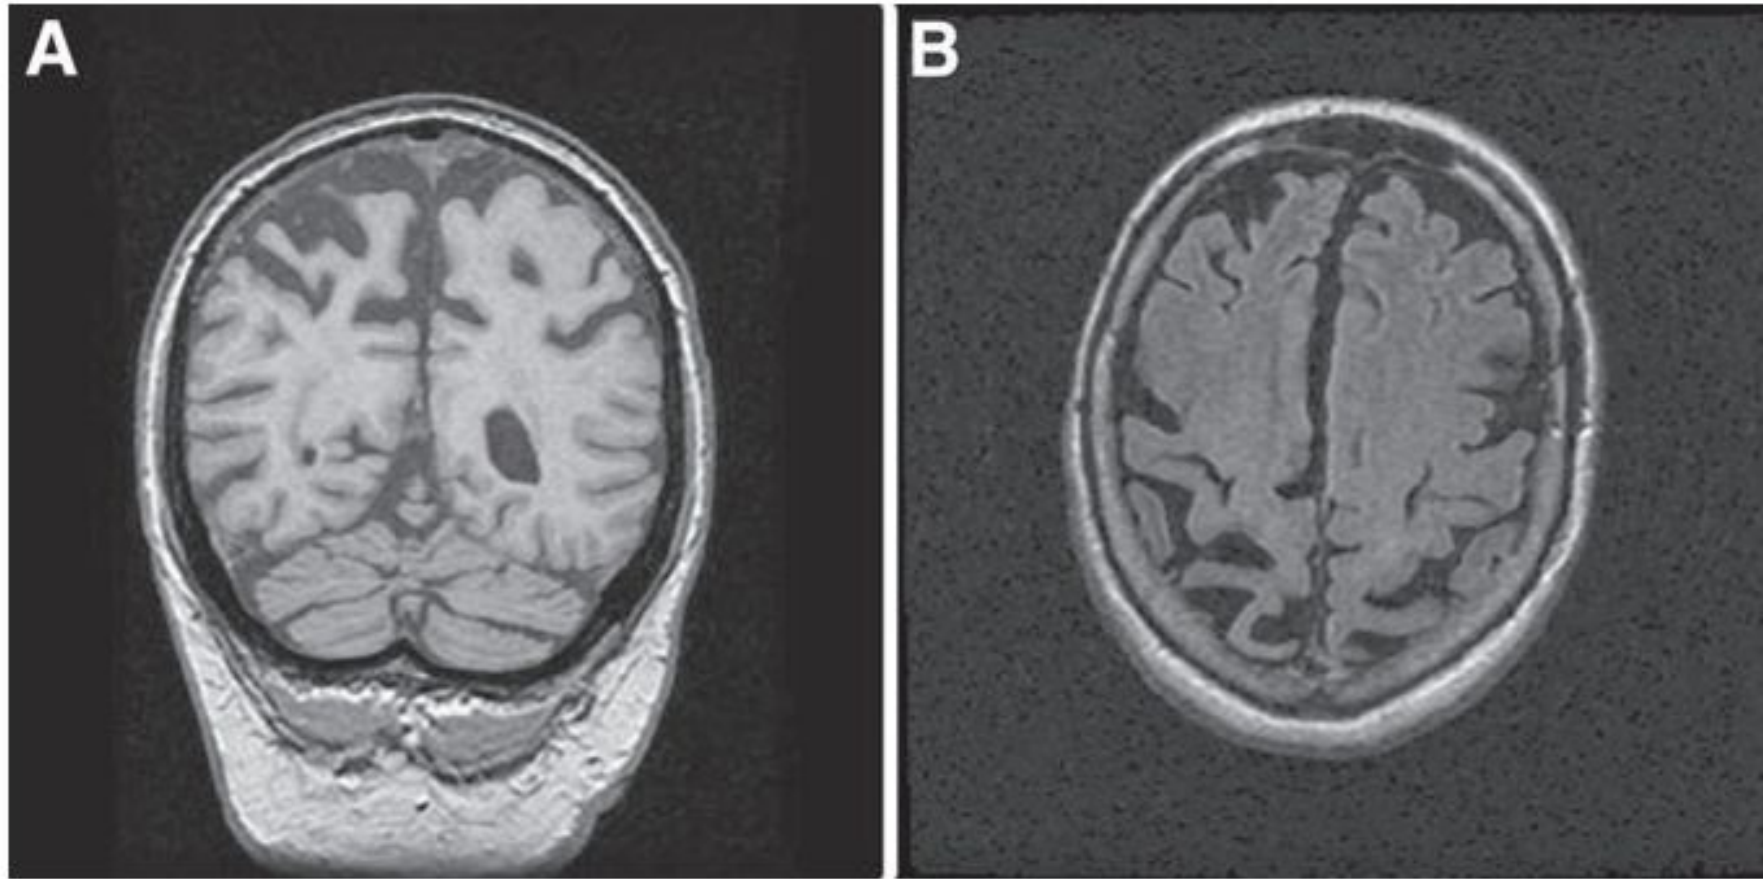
Coronal T1-weighted (A) and axial FLAIR (B) MR images in a patient with the corticobasal syndrome. Note the asymmetric parietal cortical atrophy, more evident in the right hemisphere in this patient.
